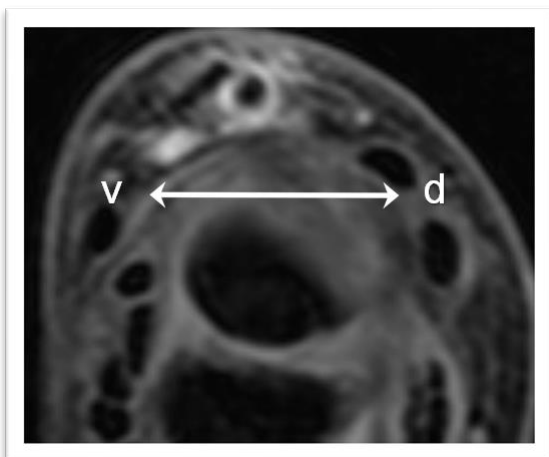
MRT-Begleitbefunde bei akuter Tendovaginitis de Quervain, transversale Aufnahmeserie
